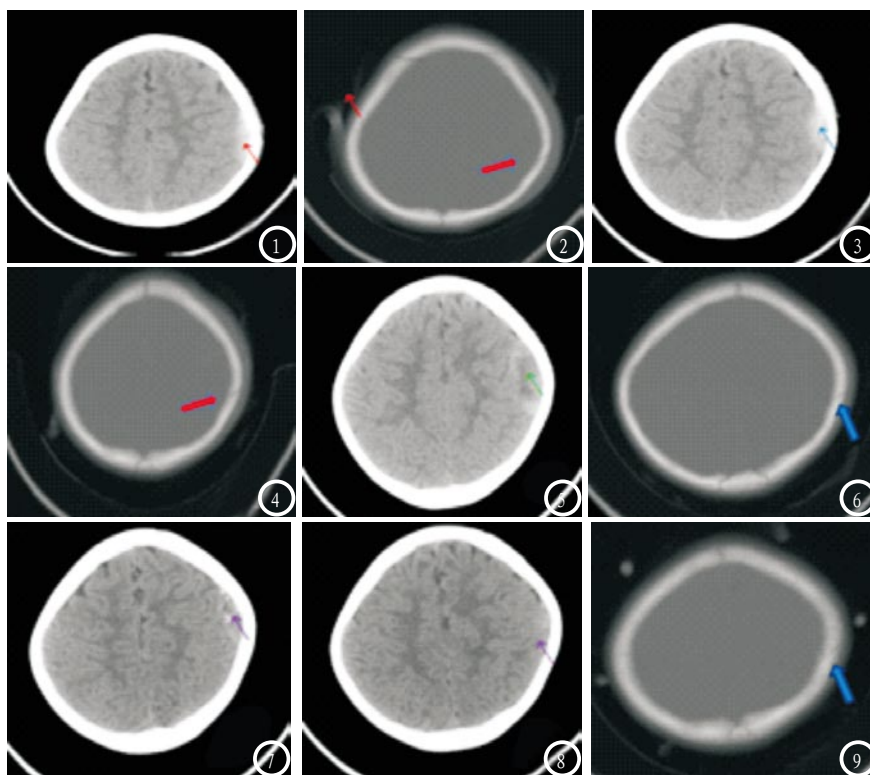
外伤后5小时CT轴位平扫示左侧顶部可见梭形混杂密度影(箭头↑)。图2 CT轴位平扫左侧顶骨骨质连续性中断,可见线性透亮影(箭头↑)。图3 外伤后1天CT轴位平扫示左侧顶部梭形混杂密度影范围较前扩大,密度增高(箭头↑)。图4 外伤后1天CT轴位平扫示左侧顶骨骨折(箭头↑)。图5 外伤后10天CT轴位平扫示左侧顶部梭形混杂密度影密度减低(箭头↑)。图6 左侧顶骨骨折线未见明显改变(箭头↑)。图7 外伤后27天CT轴位平扫示左侧顶部梭形混杂密度影范围较前缩小,密度较前减低(箭头↑)。图8 外伤后27天患儿部分层面较前高密度影消失(箭头↑)。图9 左侧顶骨线模糊
